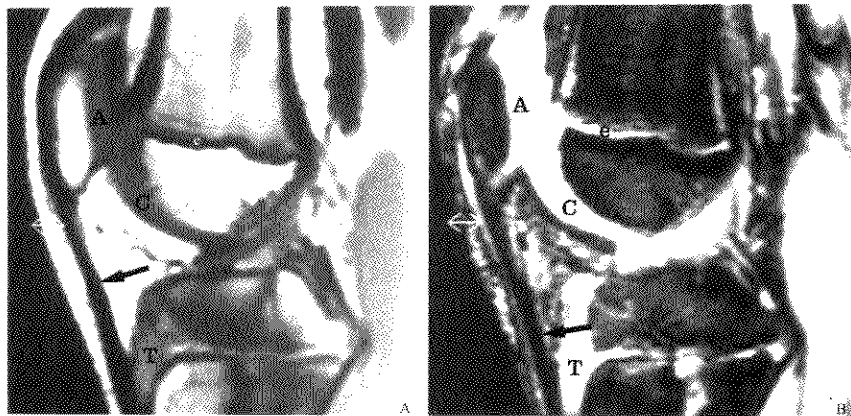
MRI 显示髌软骨、关节软骨、髌板软骨和韧带
